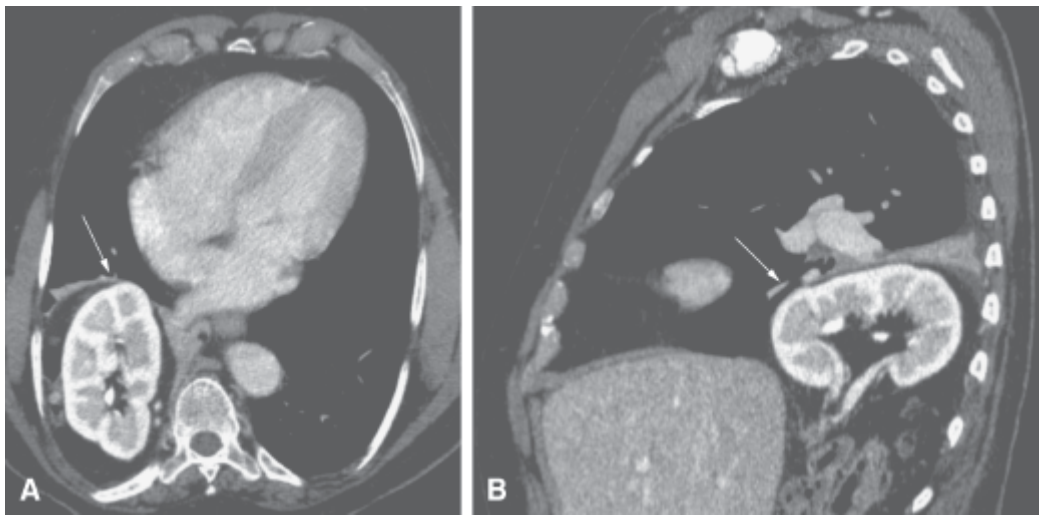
Hérnia de Bochdalek. Tomografia do tórax em janela de mediastino, após administração de contraste iodado intravenoso, no plano axial (A) e no plano sagital (B). Observa-se defeito no aspecto posterolateral direito do diafragma, caracterizando hérnia de Bochdalek (*setas*), com insinuação de conteúdo abdominal para o tórax, inclusive o rim homolateral.
